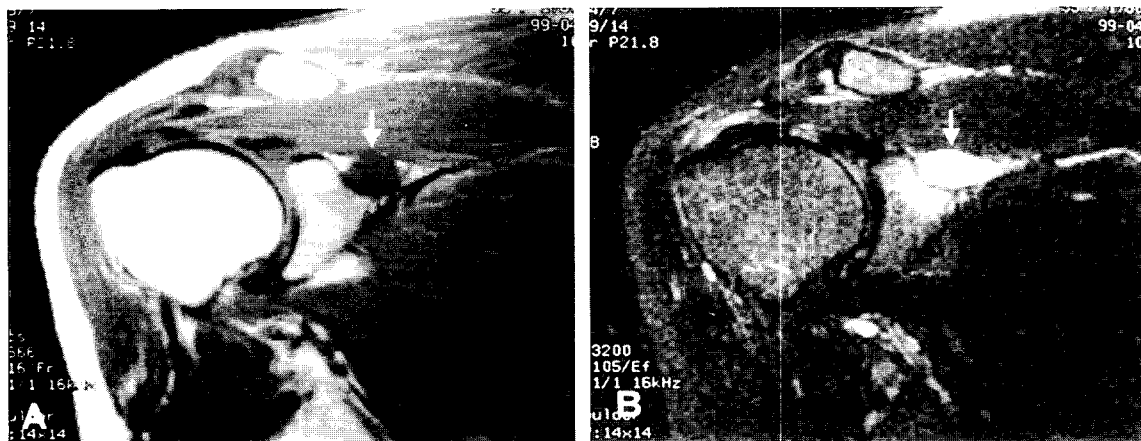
Case 1. MR images. A: T1 weighted image. B: T2 weighted image. Note cystic mass lesion at spinoglenoid notch of right shoulder in MR imaging (arrows).
